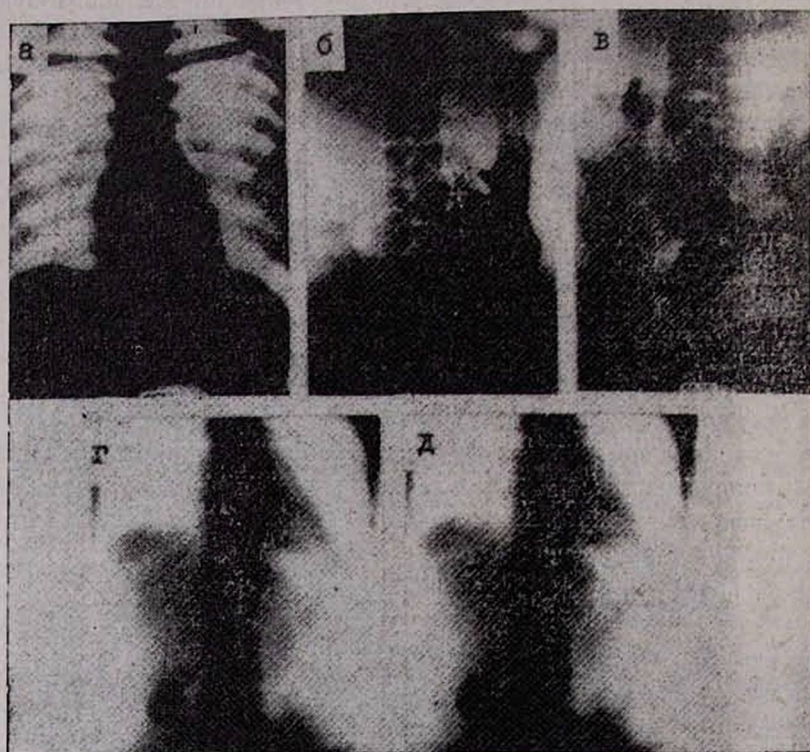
Больная С. З., 22 лет. а—передняя рентгенофлюорограмма грудной полости. Нормальная картина легких и сердца; б—рентгенофлюорограмма желудка. Язва желудка по малой кривизне, в средней трети. Рефлекторный спазм латерального контура луковицы двенадцатиперстной кишки; в—рентгенофлюорограмма толстой кишки через 24 часа. Спастический колит поперечно-ободочного и нисходящего отделов толстой кишки; г—рентгенофлюорохолецистография до пробного завтрака; д—через 60. 90 мин после пробного завтрака. е—гипокинетическая форма дискинезии желчных путей. Желчный пузырь сохранил свою форму.
